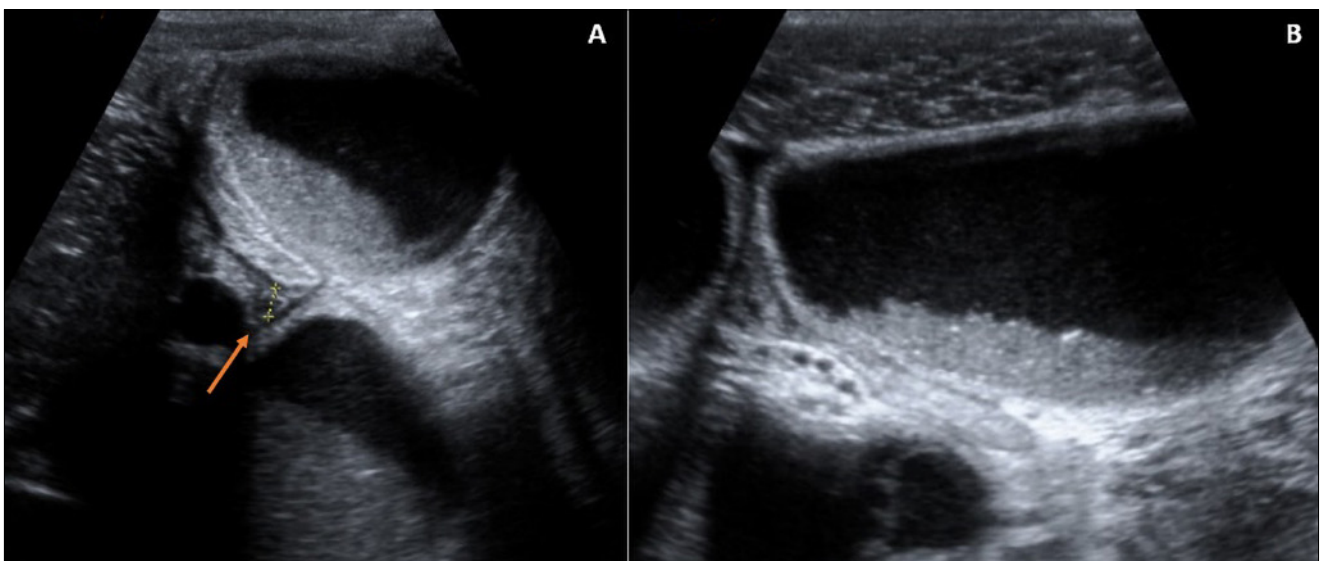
Imágenes de ecografía abdominal donde se observa la marcada dilatación de asas intestinales en relación con obstrucción intestinal y el divertículo de Meckel fibrosado (flecha).
